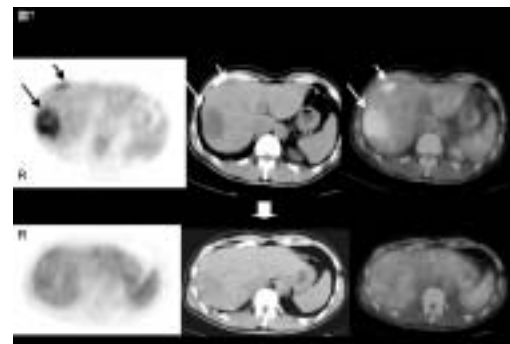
類上皮血管内皮腫の放射線治療前後のF-18 FDG PET/CT所見
